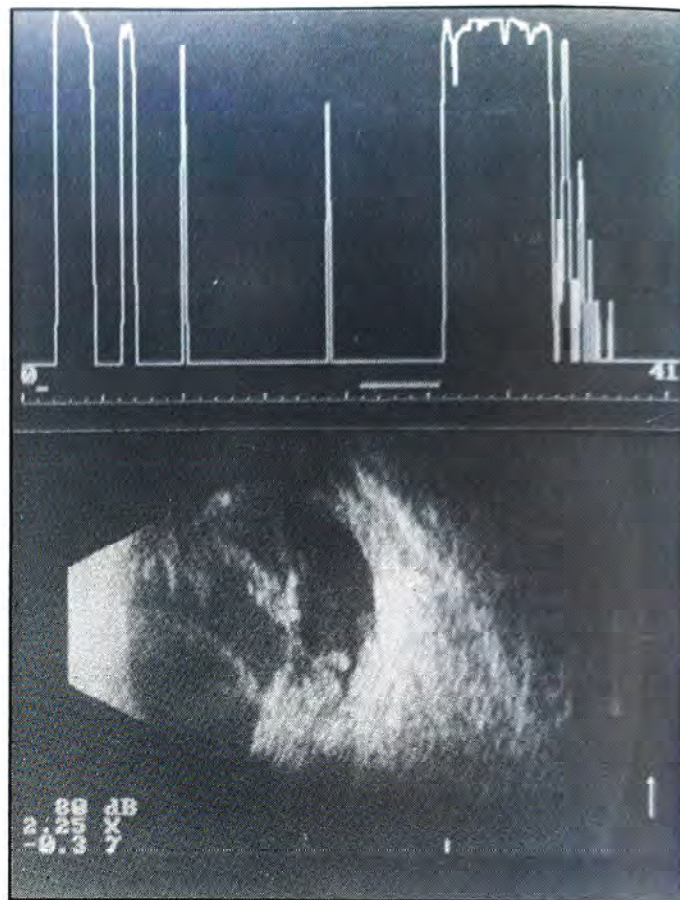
Ecografia A. Pico de alta ecogenicidade sugestiva de descolamento de retina. Ecografia B. Imagens de baixa e média refletividade sugestivas de hemorragia vítrea e membrana de alta refletividade sugestiva de descolamento de retina.
